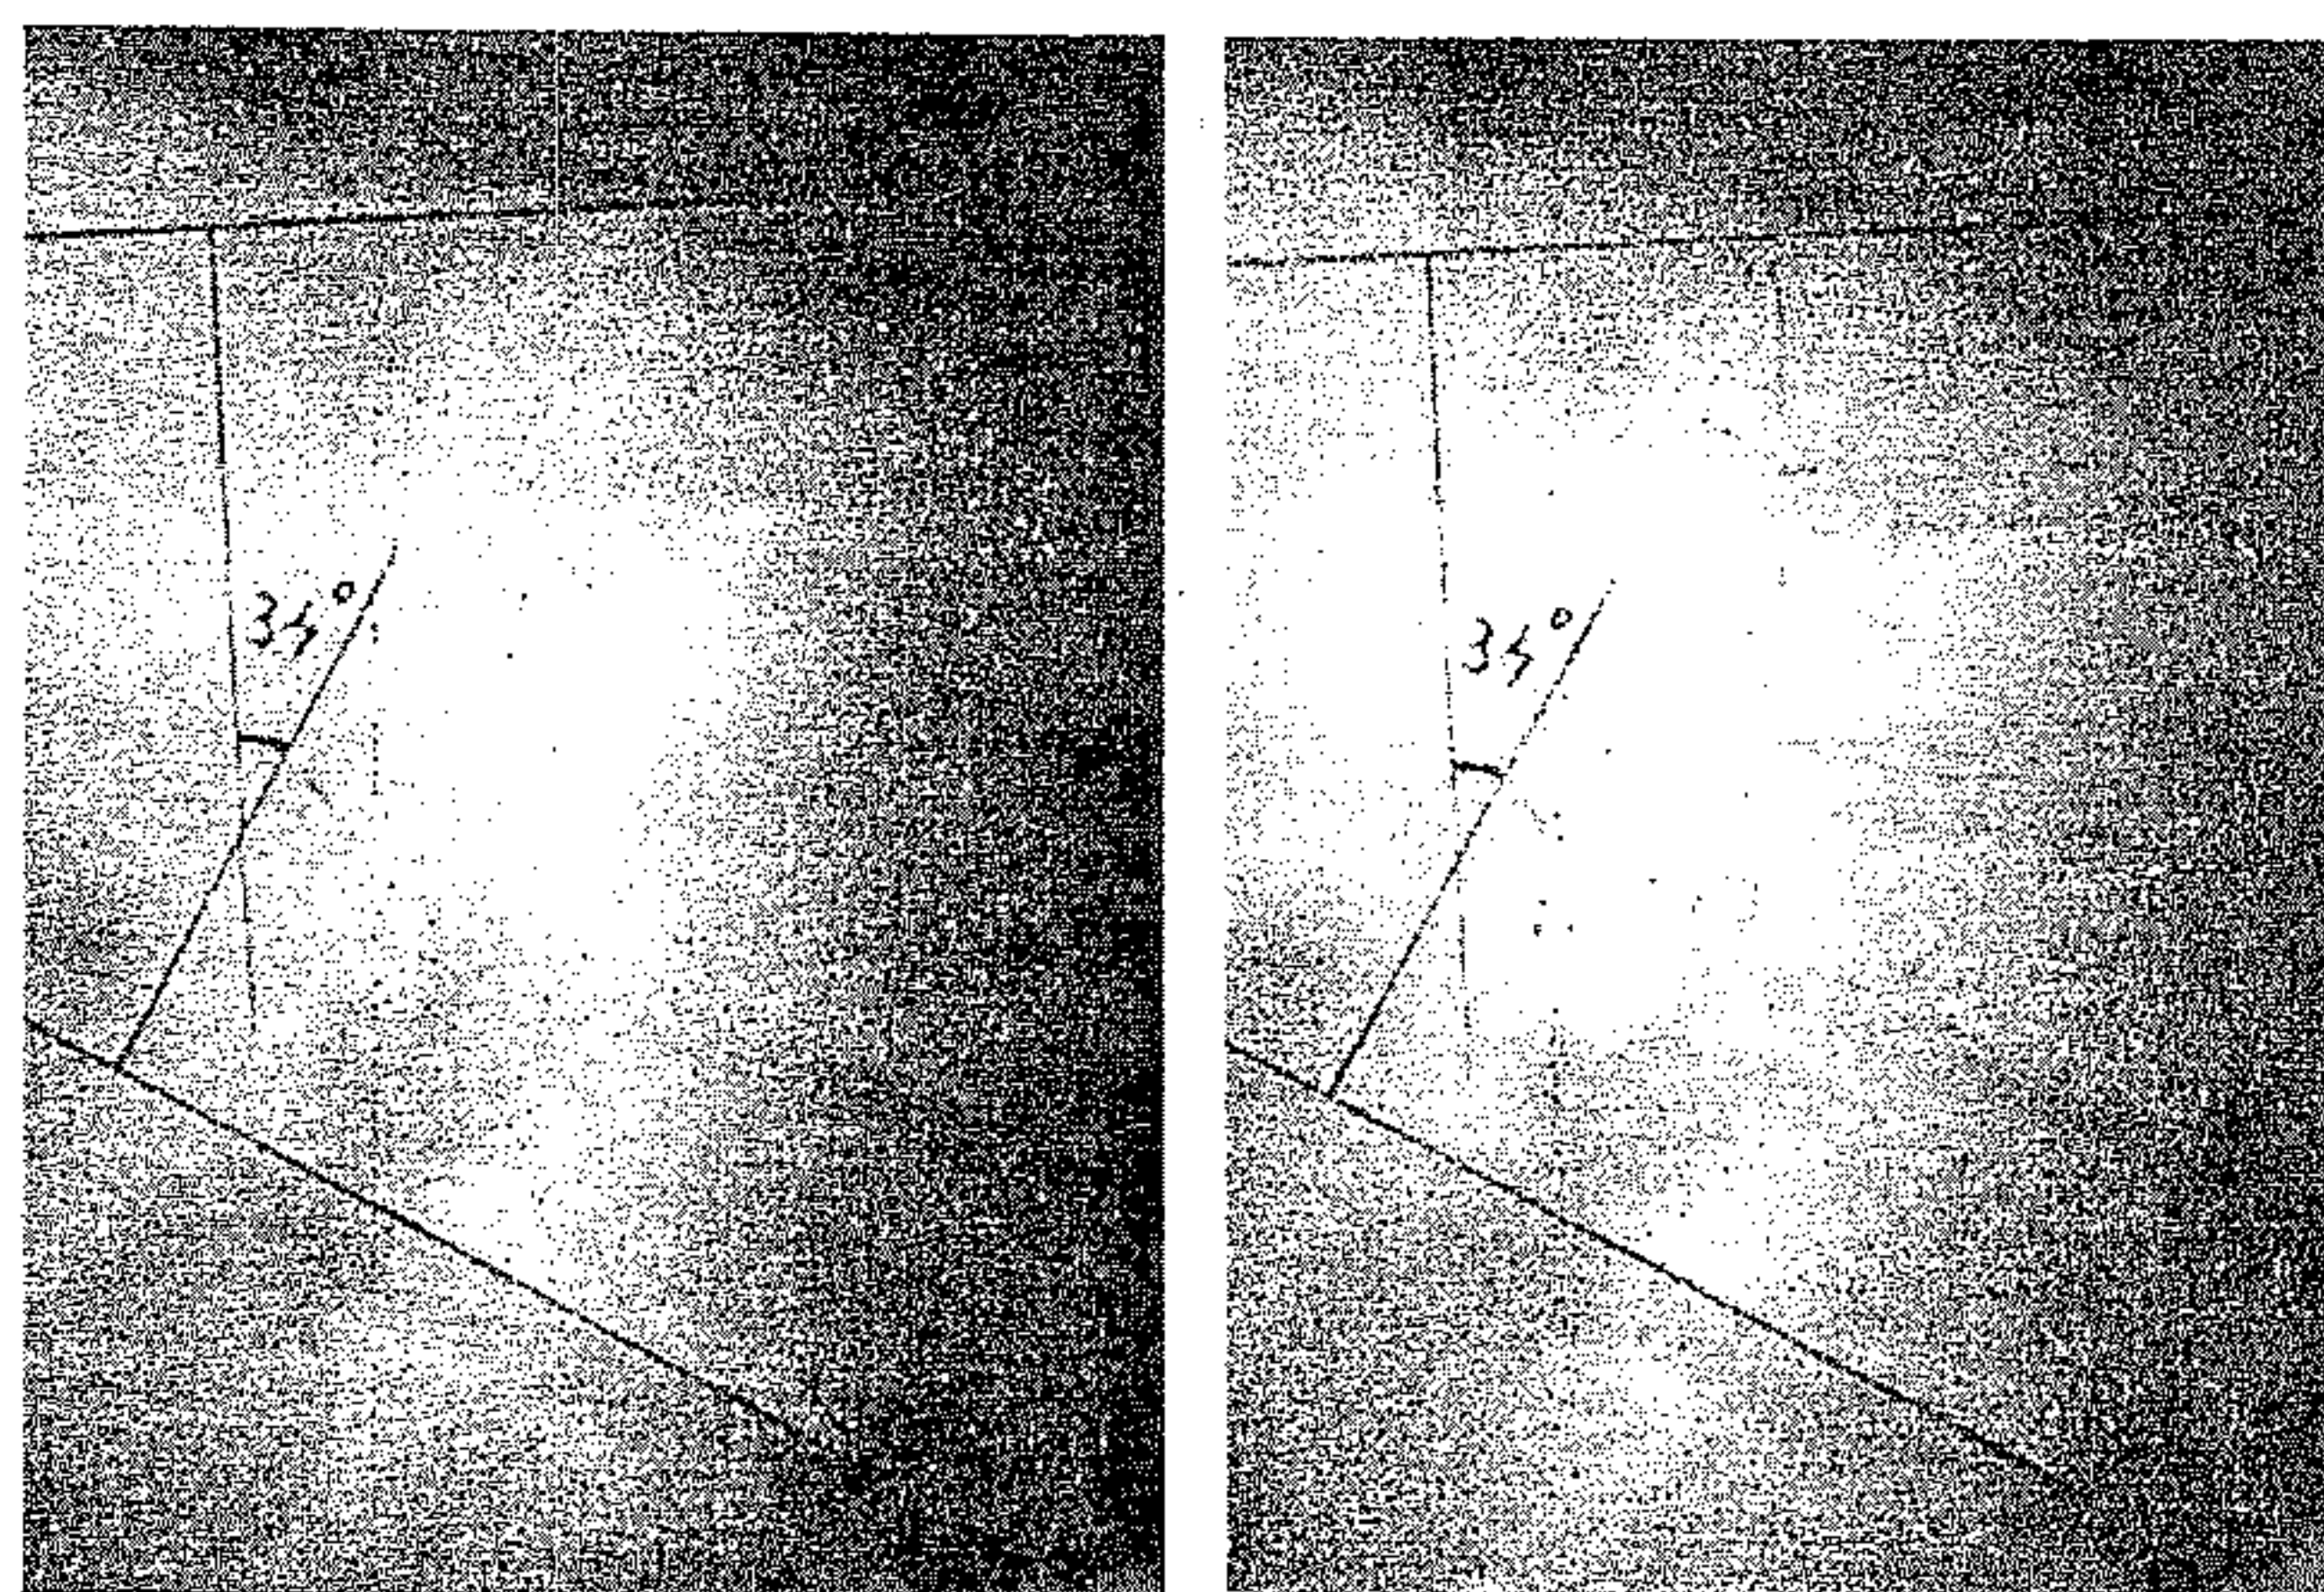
Caz DA, radiografie simplă de profil; în dreapta, aceeași imagine cu contur subliniat.
